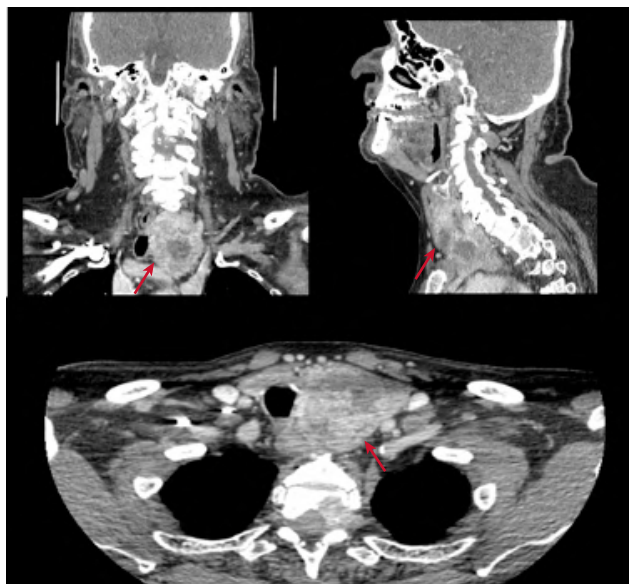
TAC de cuello simple y contrastada donde se observa masa tiroidea izquierda con cambios quísticos y necrosis central, que desplaza la arteria carótida común izquierda y la vena yugular interna ipsilateral.
